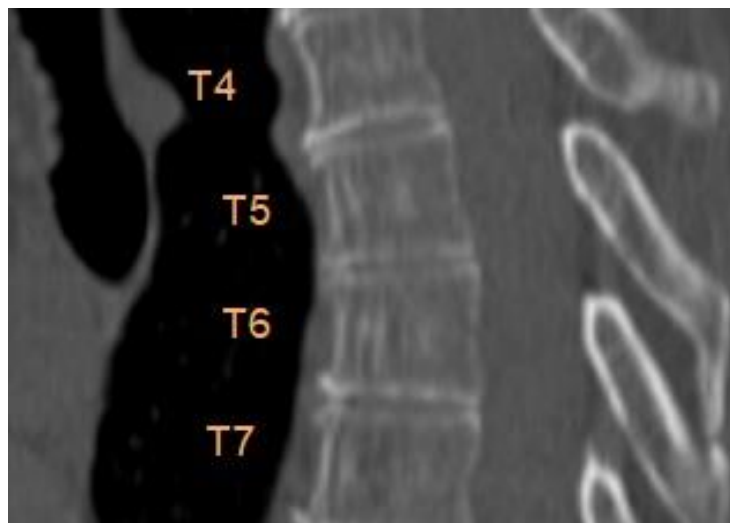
Sağ Faset Evre 2 olarak değerlendirilmiş BT görüntüsü
